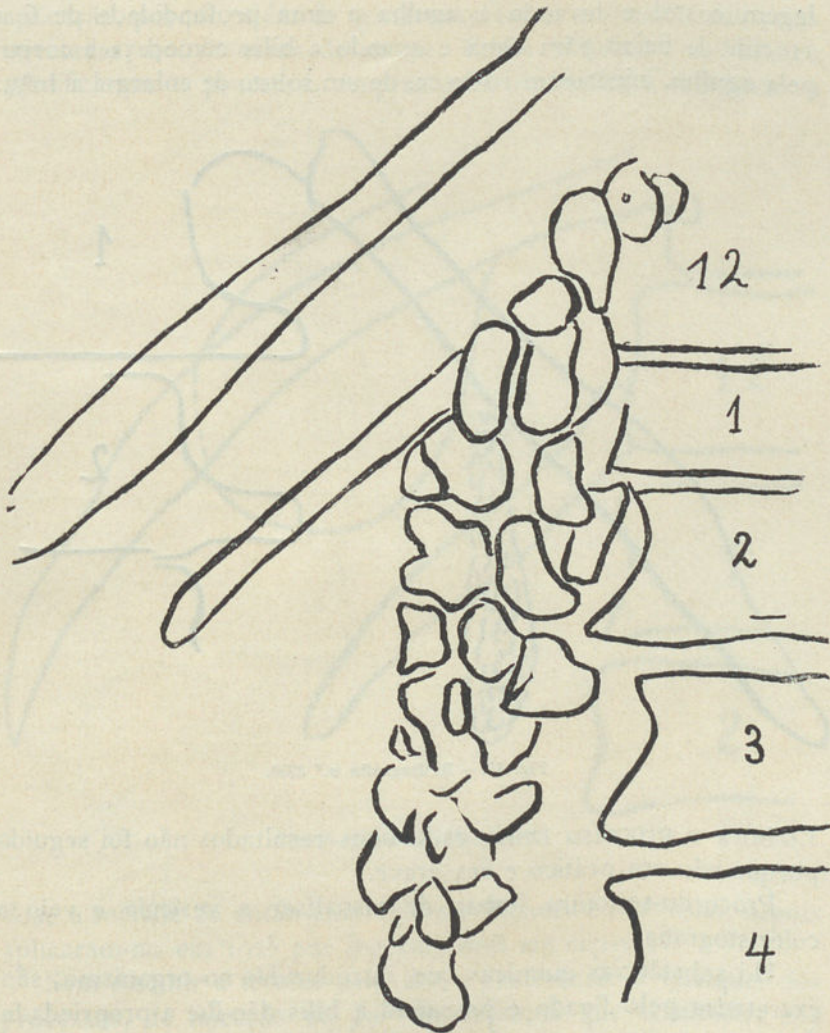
Radiografia n.º 3949.
